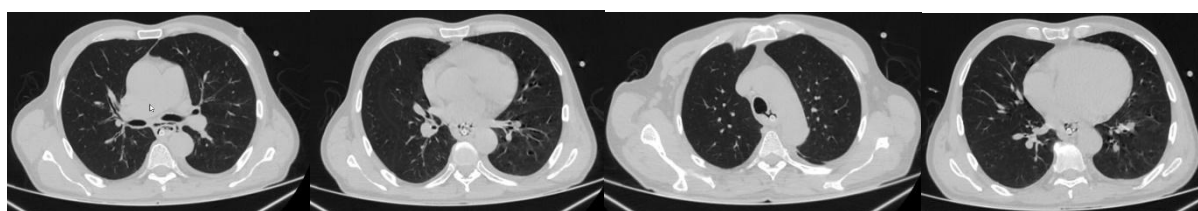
Компьютерная томография органов грудной клетки пациента Е., 21.09.2020 г.
